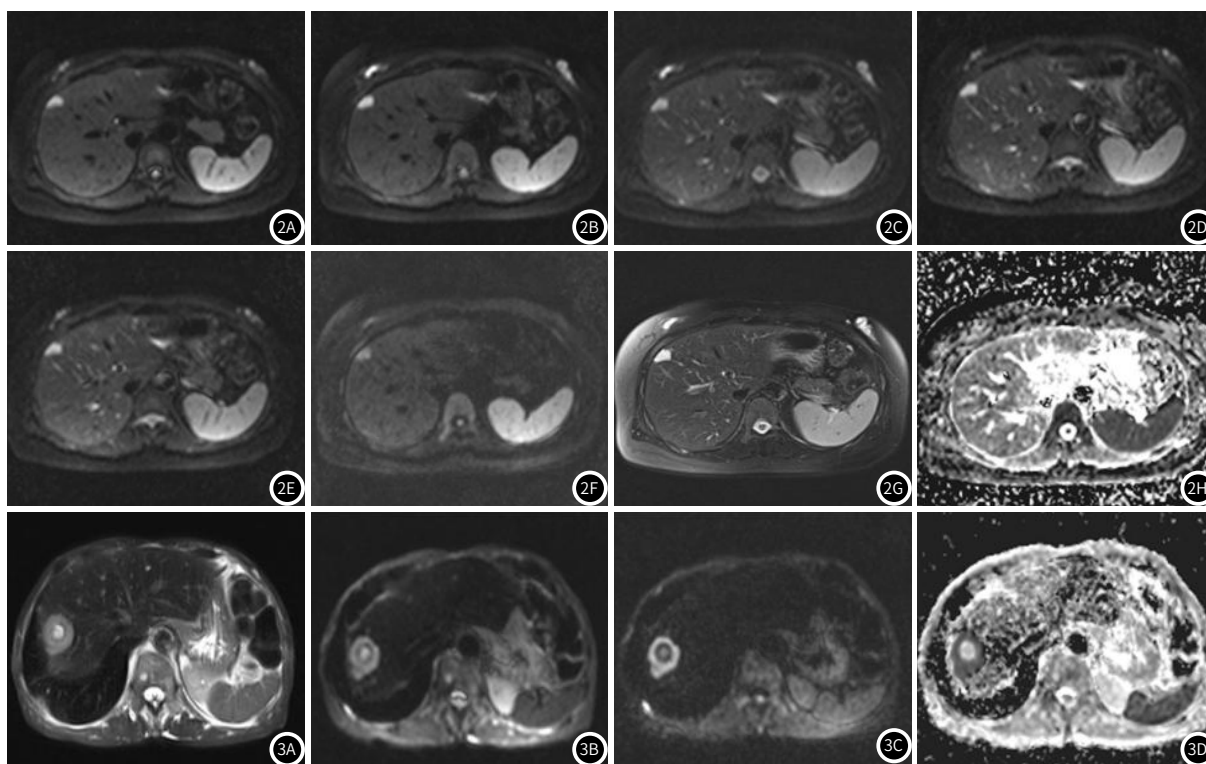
肝血管瘤的MRI影像资料(女性, 48岁, 肝血管瘤)。图2A~2F: b值20、60、100、400、600、800s/mm²的DWI图, 肝右叶病变为高信号表现; 图2G: 横轴位T₂WI图可见肝右叶上端类椭圆形长T₂信号影, 边界清晰; 图2F为b值 400s/mm²的ADC图, 肝右叶病灶ADC值为 2.47×10^{-3} mm²/s。图3 肝脏转移瘤的MRI影像资料(男性, 61岁, 肝脏转移瘤)。图3A: 横轴位T₂WI图, 肝右叶后上段可见结节状略长T₂信号影, 中心见小片状明显长T₂信号囊变影; 图3B~图3C: b值=20s/mm²、800s/mm²的DWI图, 肝右叶后上段实性部分为高信号表现, 图3C与图3B比较病变与周围肝实质对比度增强; 图3D: b值=800s/mm²的ADC图, 肝右叶后上段实性部分ADC值为 1.12×10^{-3} mm²/s。
